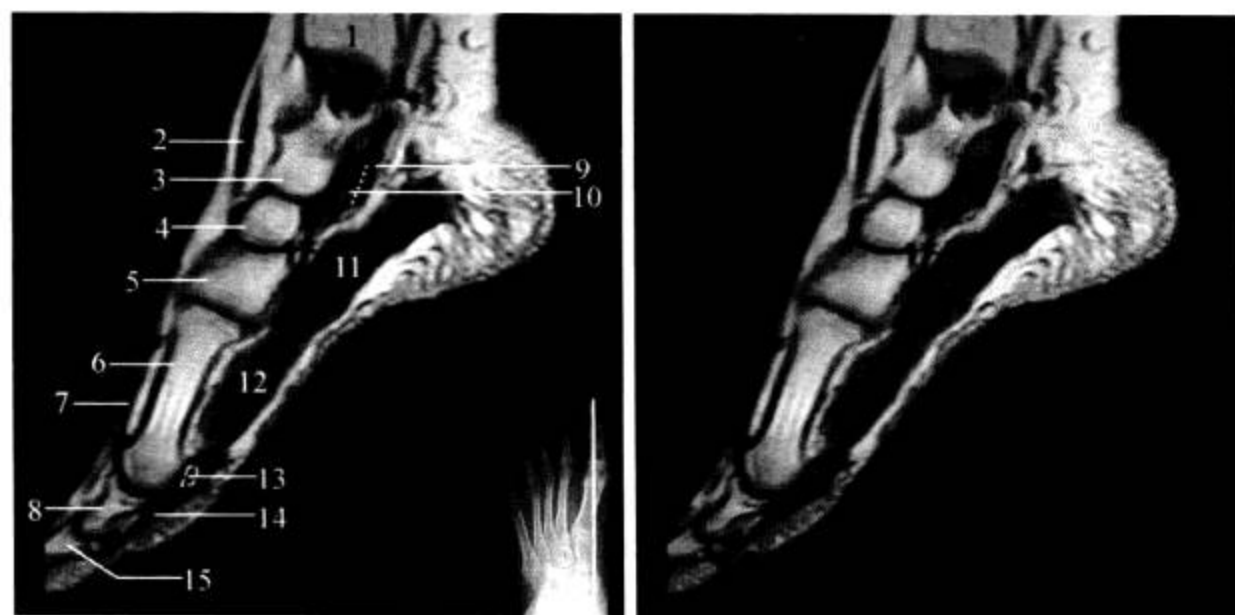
足 MRI 矢状面 (T<sub>1</sub>WI)
